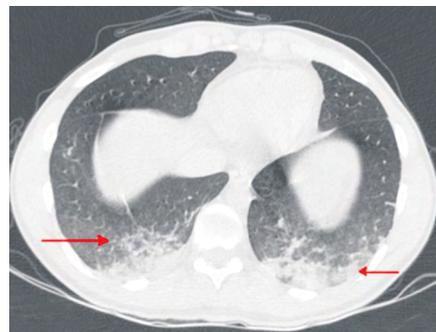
КТ при поступлении (02.11.2021). Стрелками указаны признаки сливной альвеолярной инфильтрации легочной ткани с преимущественным выполнением объема в задних базальных отделах обоих легких
